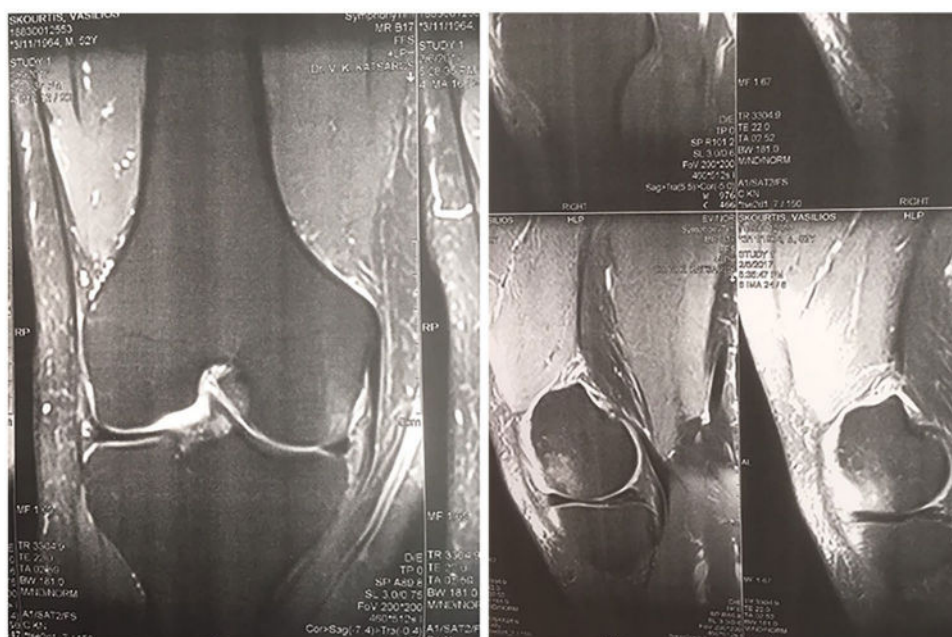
МРТ первого пациента на первой консультации.
